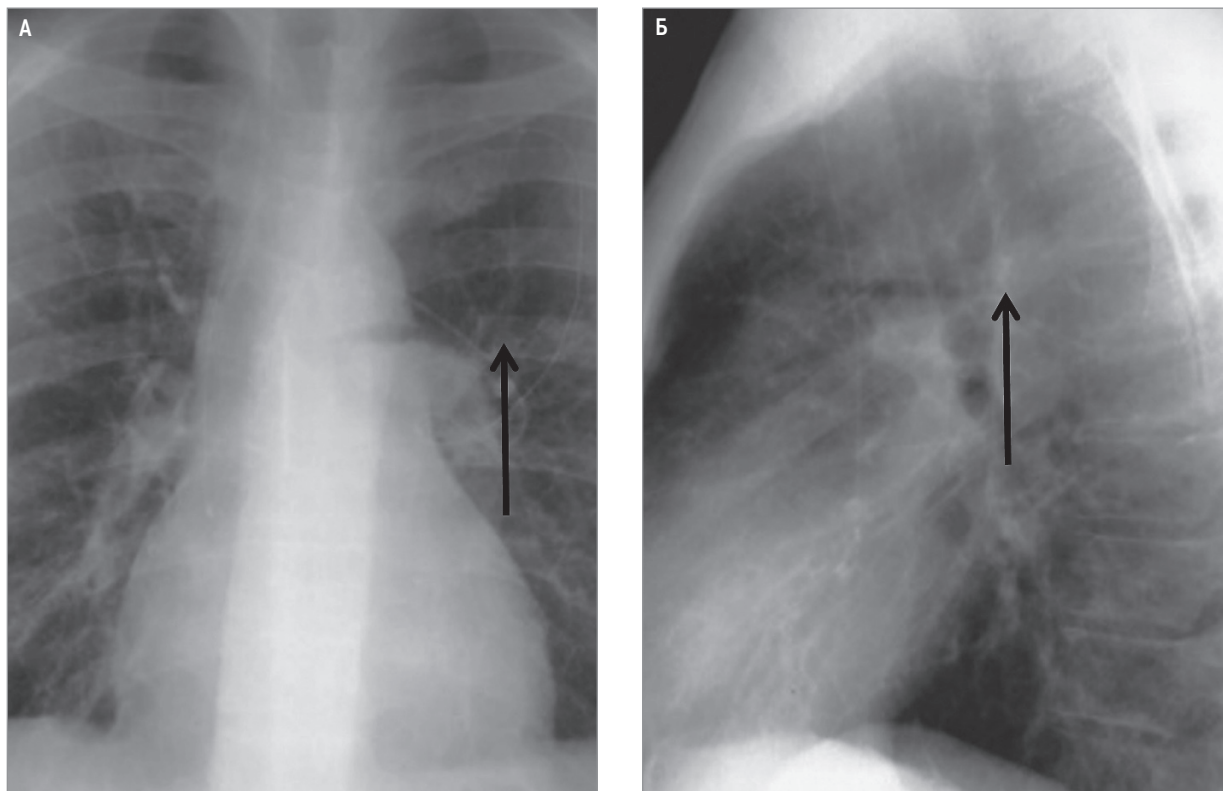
Воздушная эмболия, воздух и уровень жидкости в стволе легочной артерии: А – рентгенография в прямой проекции; Б – в боковой проекции (из архива М. Gotway, MD)
